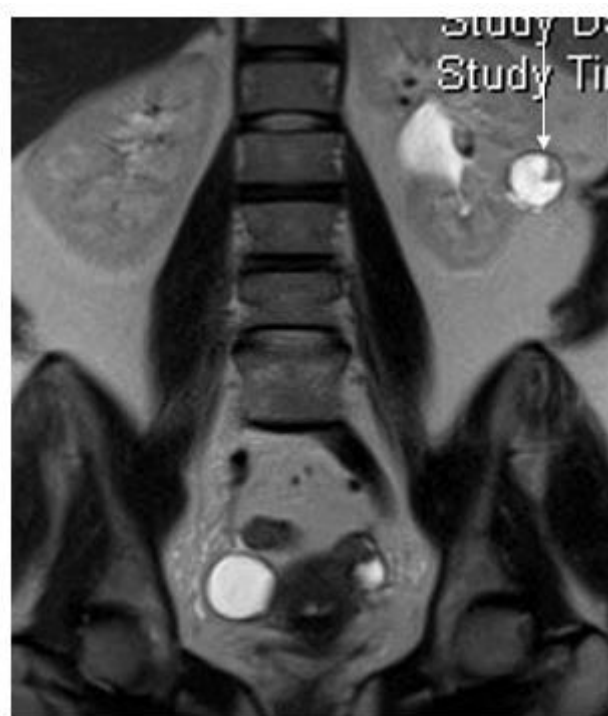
RM: LQR con septos hipercaptantes en su interior y nódulos captantes de bordes obtusos (quiste Bosniak IV) (ver flecha).
